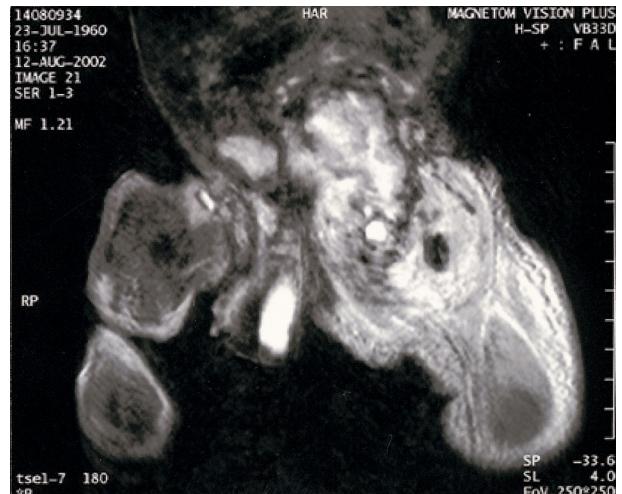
Magnetic resonance image (MRI), showing the ill defined soft tissue mass involving left proximal thigh, and extending into the pelvic cavity. Signal intensity was higher than that of the skeletal muscle of hemorrhage on T2-weighted images.
